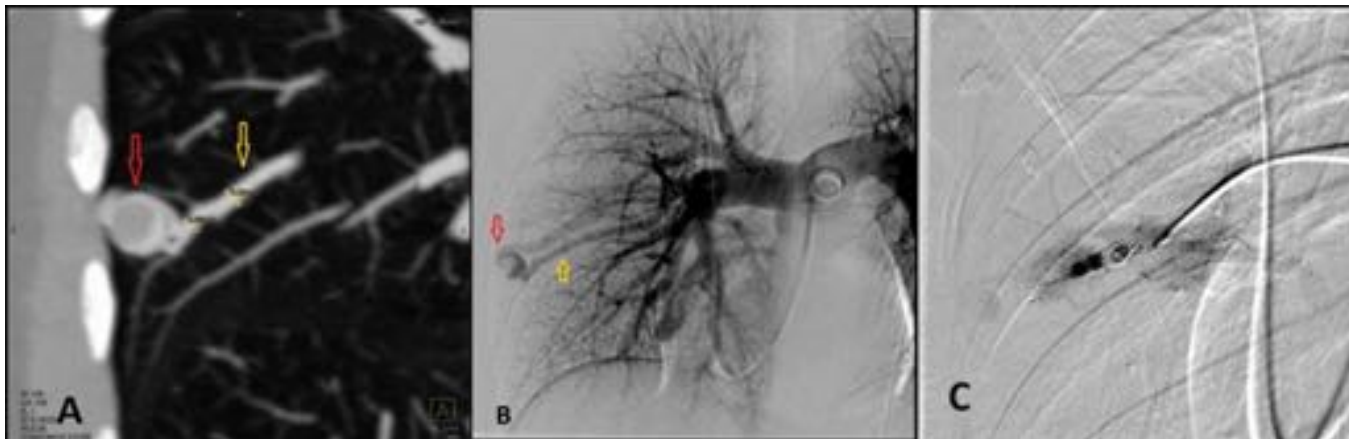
Mujer de 51 años con antecedentes familiares de enfermedad de Rendu Osler Weber. (A) TC de tórax con reconstrucción VR, donde se objetivan dos FAVs simples en el LII, (B) angiografía pulmonar, (C y D) Tapón vascular recubierto de 6x12mm que consiguen oclusión inmediata (los ocluidores descubiertos no lo consiguen o se pueden llegar a repermeabilizar), (E) control final tras embolizar FAVP lateral mediante coils en saco aneurismático y ocluidor tipo Amplatzer de 5 mm.
